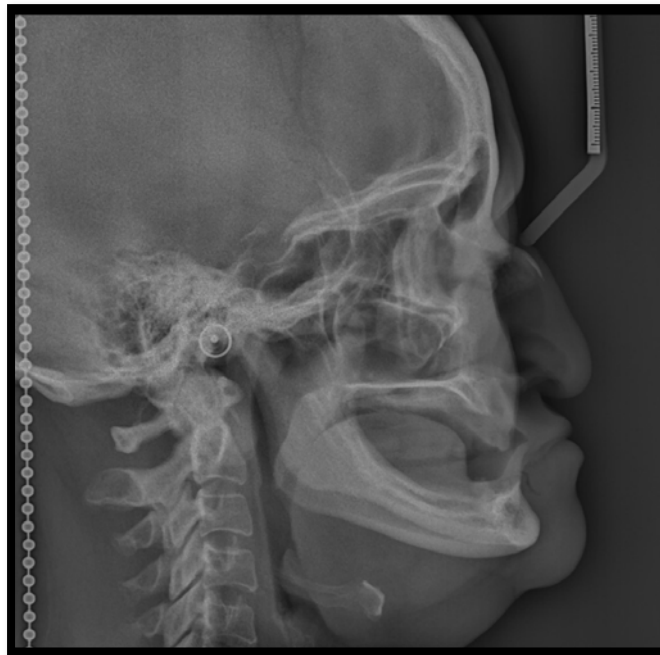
Figura #17. Radiografía lateral de cráneo antes del tratamiento/ Elaborador: Daniel Forero
